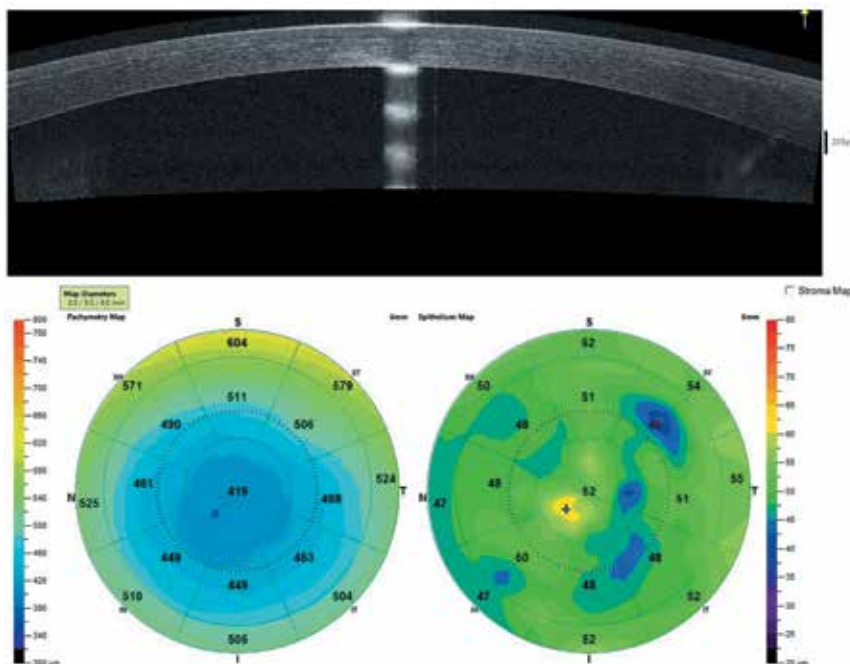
Оптическая когерентная томография Smile post Smile
